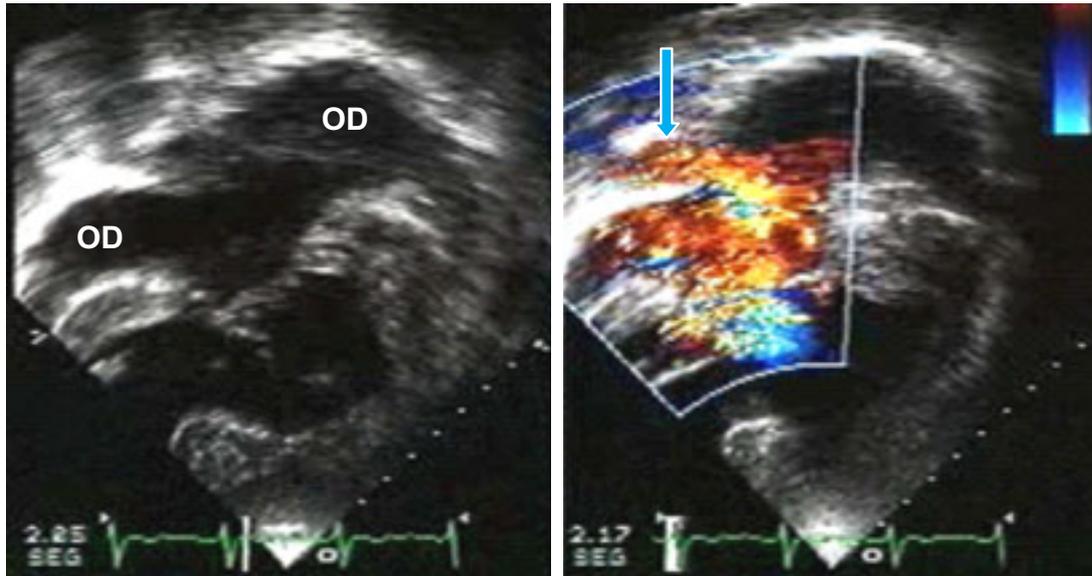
Imágenes bidimensional y con Doppler color en corte apical de cuatro cámaras en las que se aprecia la morfología derecha de las orejuelas (base ancha y forma triangular) y la llegada de las venas pulmonares a través de un colector al techo del atrio común (flecha). La conexión atrioventricular es ambigua a través de un defecto de la tabicación tipo A de Rastelli. OD- Orejuela derecha.
